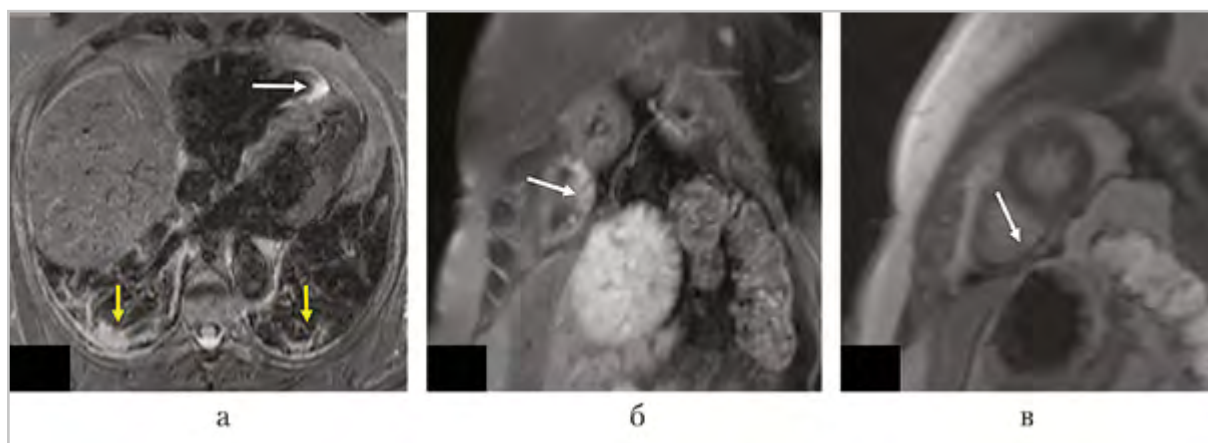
МР-томограммы пациентки Е.: *а* — T2-взвешенное изображение, отек миокарда в проекции верхушки правого желудочка (белая стрелка), остаточные воспалительные явления в легких (желтые стрелки); *б* — T2-взвешенное изображение, 2-камерная проекция, отек миокарда в проекции верхушки правого желудочка (белая стрелка); *в* — постконтрастная томограмма в раннюю фазу введения, 2-камерная проекция, субэпикардальное накопление контрастного препарата верхушкой правого желудочка (белая стрелка)
